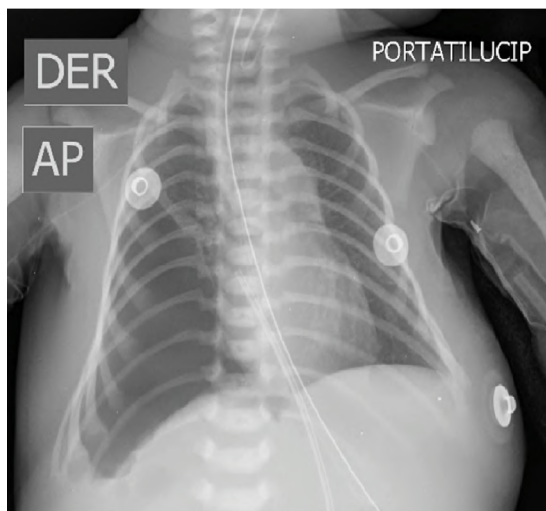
Radiografía de tórax en el postquirúrgico inmediato.
